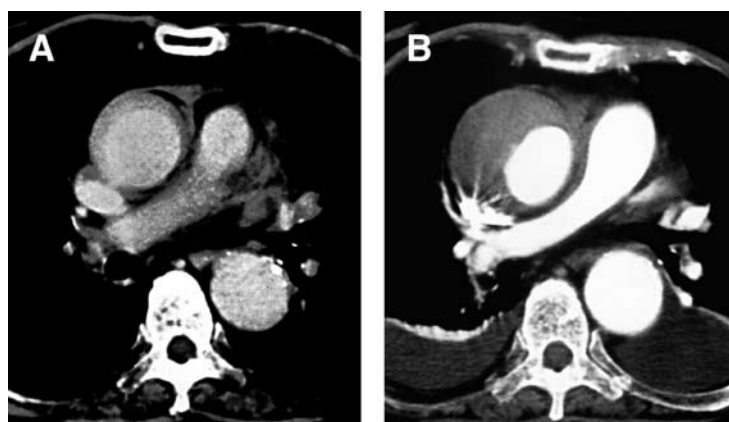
One example of the progression of thrombosed false lumen in a patient with type A aortic dissection and closed and thrombosed false lumen (AD with CTFL). Initial CT scan showed characteristic crescent thrombosed false lumen in both the ascending and descending aorta (A). In this patient, AD with CTFL markedly increased with chest pain 7 days after its onset (B).
